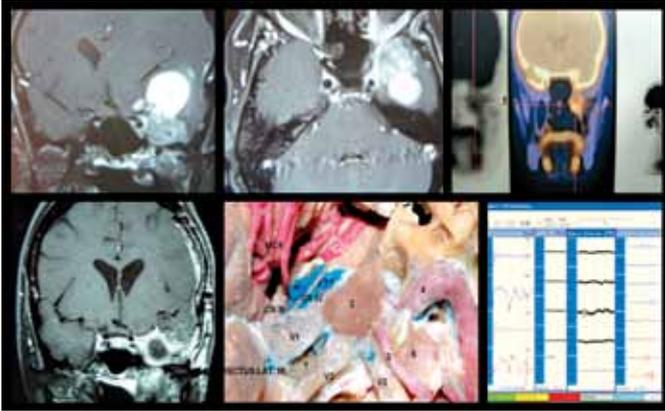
Paciente feminina de 60 anos com história de 2 cirurgias prévias transfaciais seguidos por radioterapia para ressecção de carcinoma adenocístico dos seios da face. Paciente apresentou quadro de cefaléia progressiva e vertigens. RM em T1 com gadolínio, corte coronal, evidenciando lesão paraselar a esquerda com volumoso componente cístico superior, causando desvio da linha média (superior esquerda). Imagem superior direita de PET scan evidenciando parte da lesão na fossa pterigopalatina e infratemporal. Foi realizada abordagem crânio-órbito-zigomática com peeling da fossa média e ressecção da porção sólido-cística do tumor. A porção tumoral das fossas pterigopalatina e infratemporal foram ressecadas após drilagem da base do crânio. A porção tumoral do seio cavernoso localizava-se na sua parede lateral, não adentrando este espaço. Pequeno componente intra-orbitário comprometendo o músculo reto lateral, visando evitar neste primeiro momento a exenteração da órbita. Paciente sem déficit neurológico, estável nos últimos 6 meses e sendo submetida a radioterapia. Tempo cirúrgico: 8 horas
